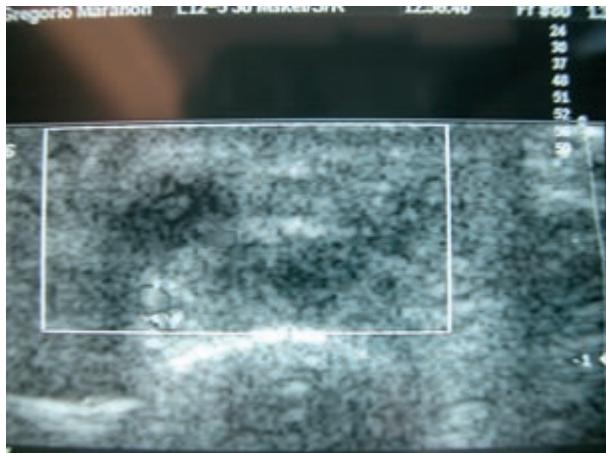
Imagen de ecografía de partes blandas que muestra nódulos hipogénicos.
